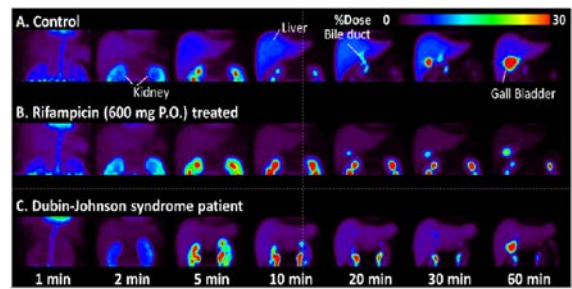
$[^{11}\text{C}]$ デヒドロプラバスタチンのPET臨床試験結果
